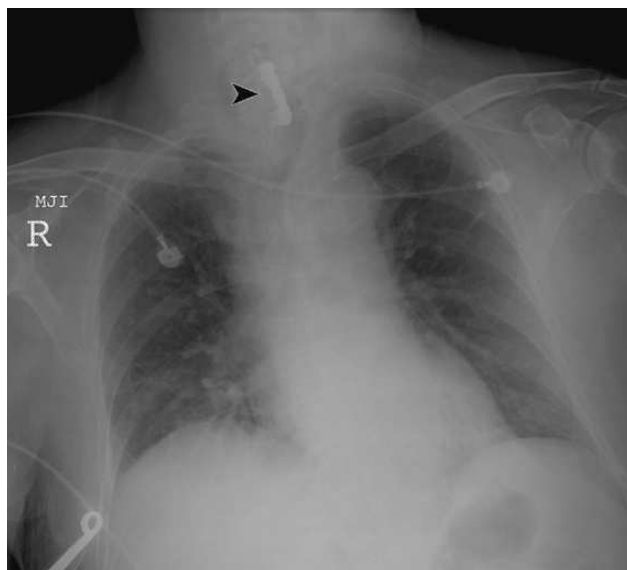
La radiografía torácica de un paciente de 76 años con demencia severa de tipo Alzheimer evidencia la deglución de un puente con cuatro piezas¹⁵. Cortesía de Oghalai¹⁷. Copyright® (2002) American Medical Association. Todos los derechos reservados.
